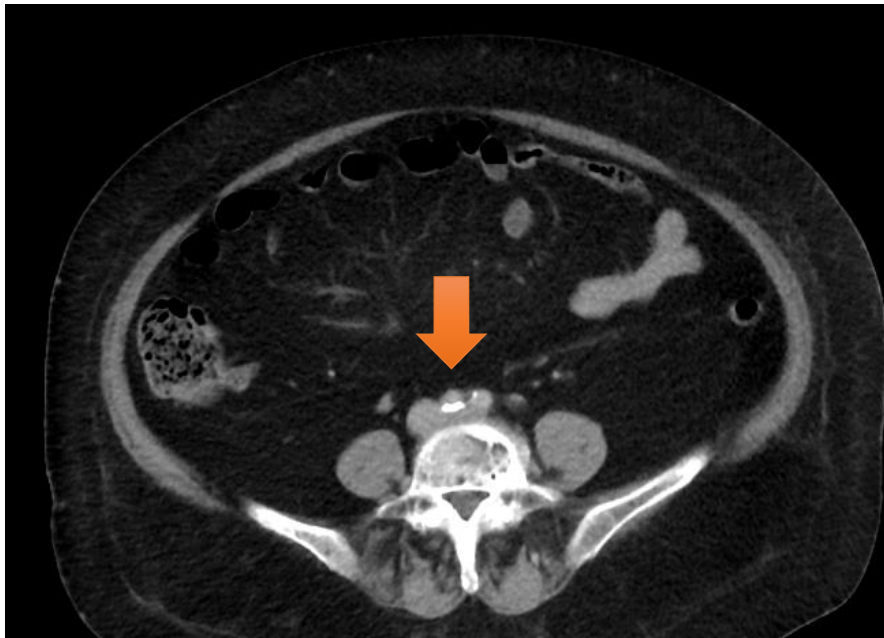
TC con contraste en fase venosa. Plano axial. La flecha señala la vena ilíaca común izquierda comprimida entre la arteria ilíaca común derecha y el cuerpo vertebral
